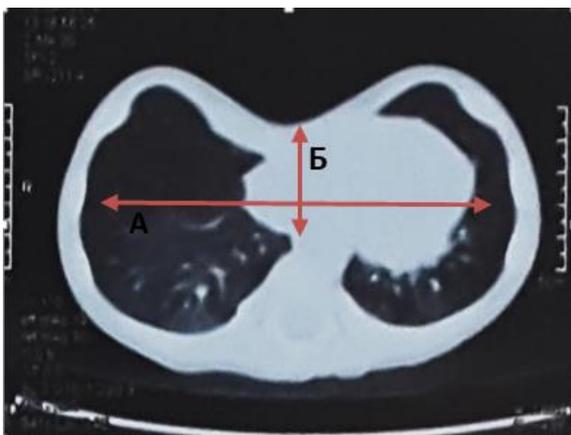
Определение по томограммам КТ-индекса Геллера (ИГ).
